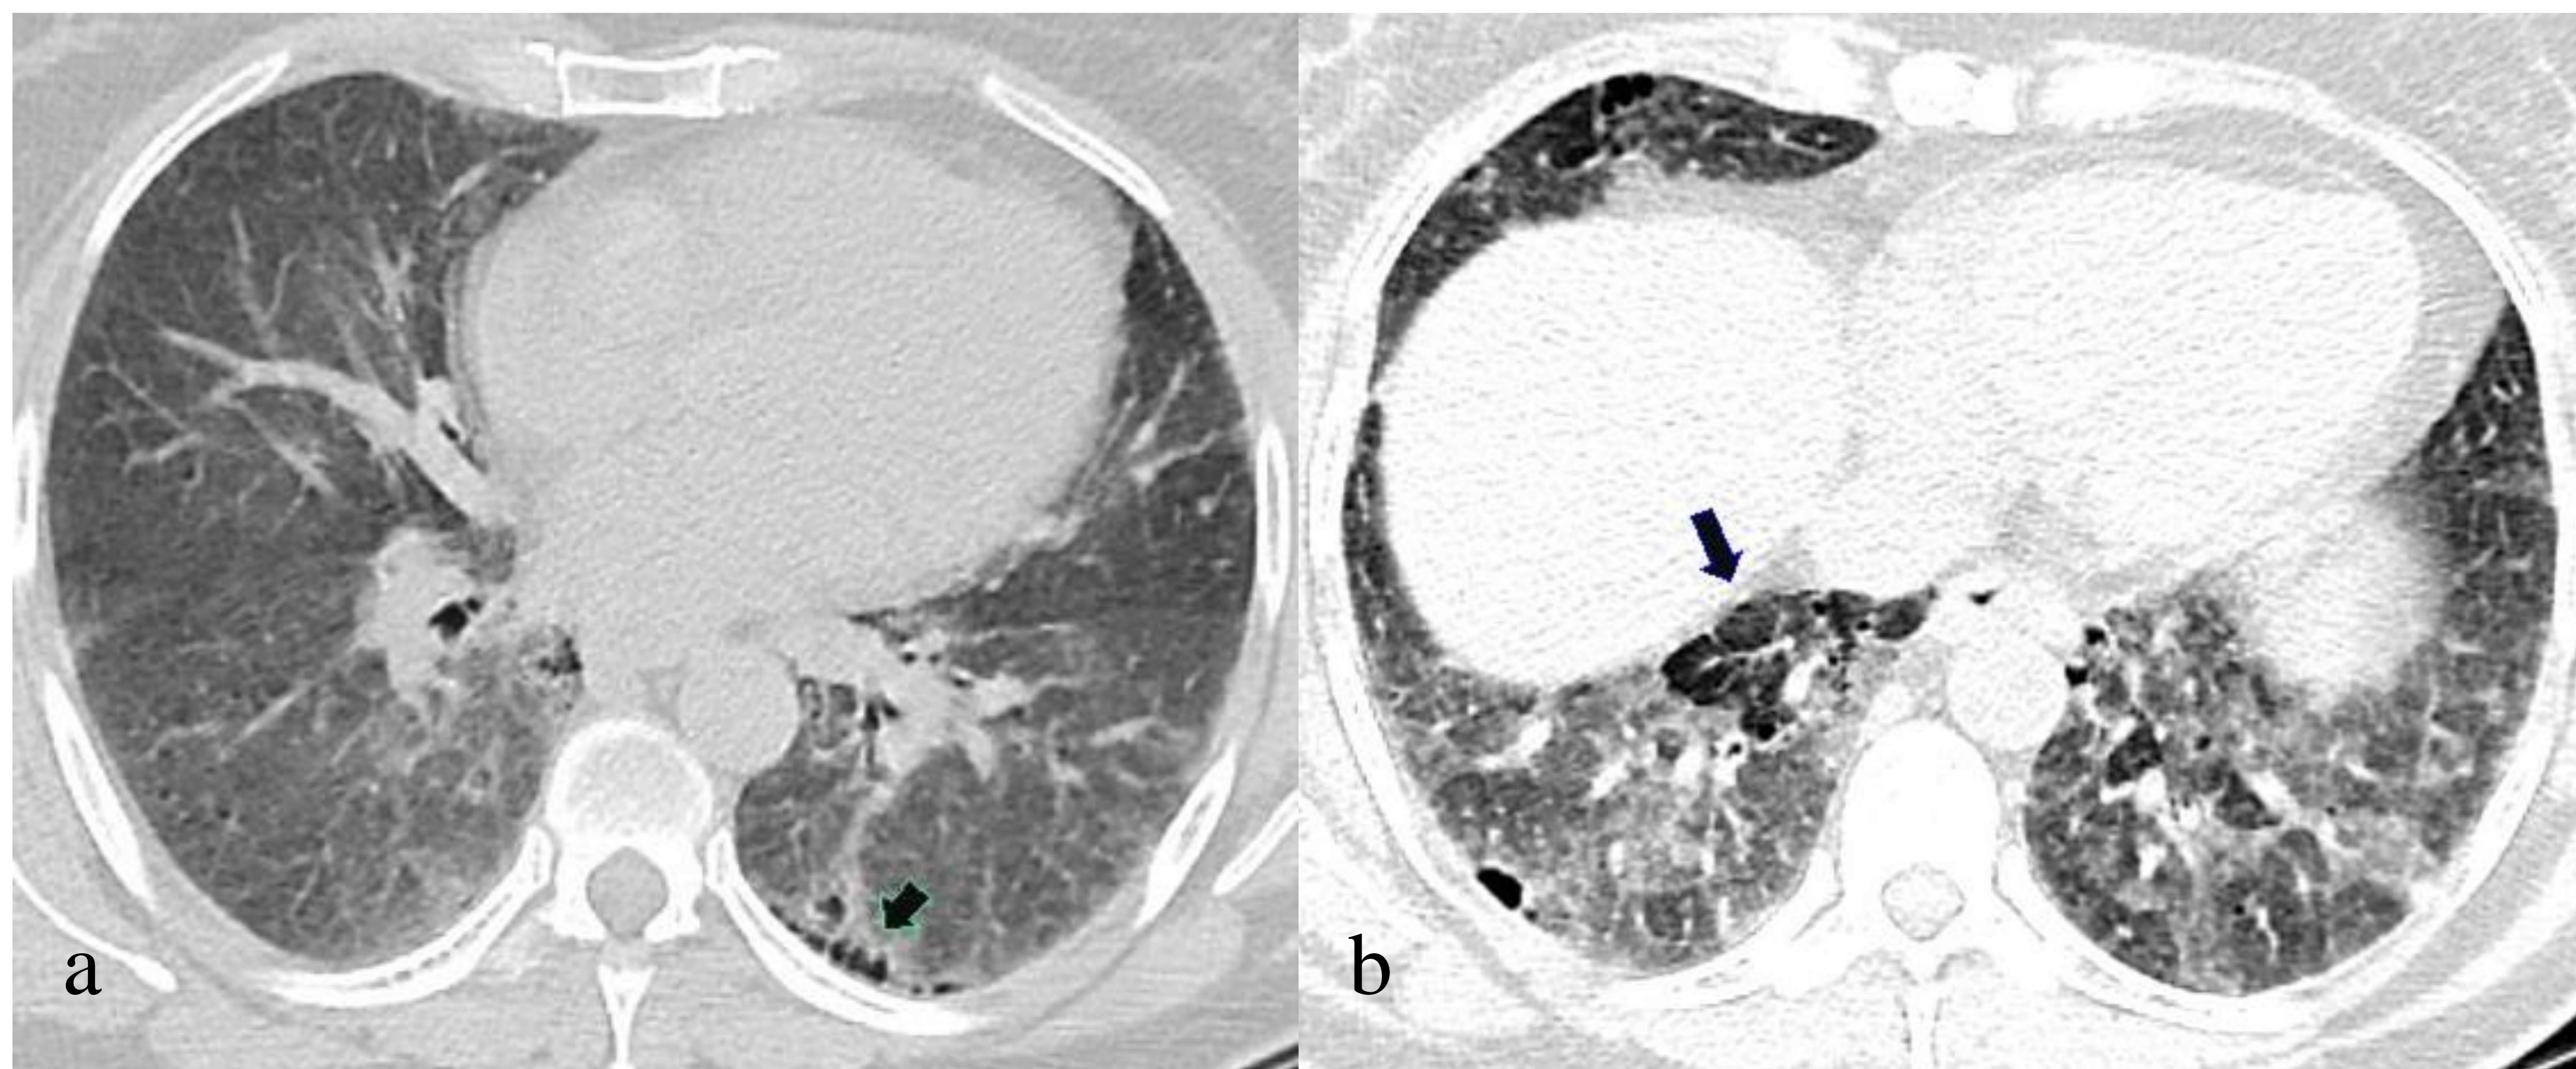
Mujer de 55 años con clínica de tos y disnea con exposición laboral a polvo de ajo. En cortes axiales de TC destaca patrón en mosaico bilateral y difuso junto con engrosamiento septal y focos de reticulación subpleural en bases pulmonares. Observe área de panalización en LII en imagen a y área de atrapamiento aéreo en LID en imagen b. La anatomía patológica confirmó neumonitis por hipersensibilidad fibrosante tipo NIU.
